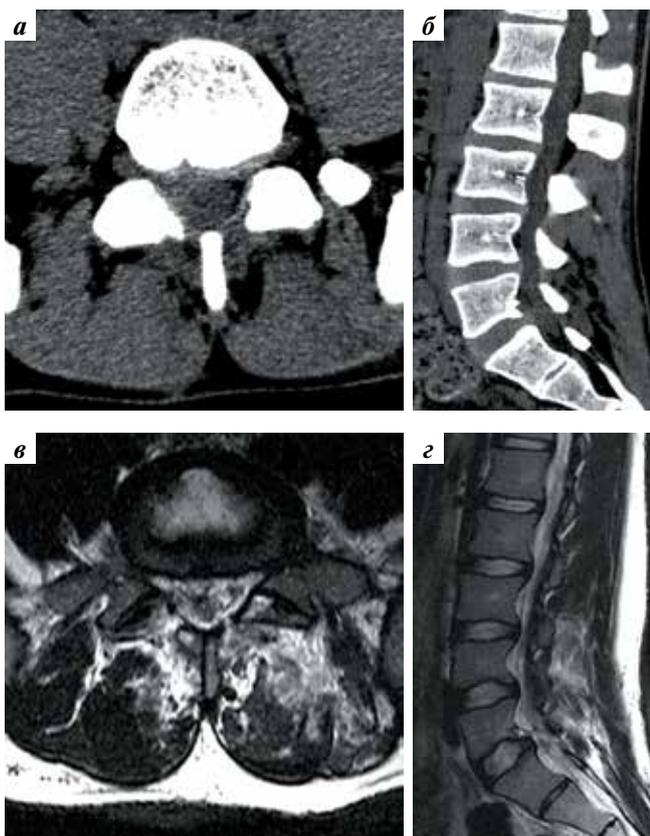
Послеоперационная компьютерная (а, б) и магнитно-резонансная томография (в, г). Признаки инородного тела в просвете позвоночного канала не обнаружены, проходимость субарахноидального пространства восстановлена. Наблюдаются минимальные послеоперационные изменения мягких паравертебральных тканей. Скопление ликвора в просвете позвоночного канала и мягких тканях спины отсутствует
